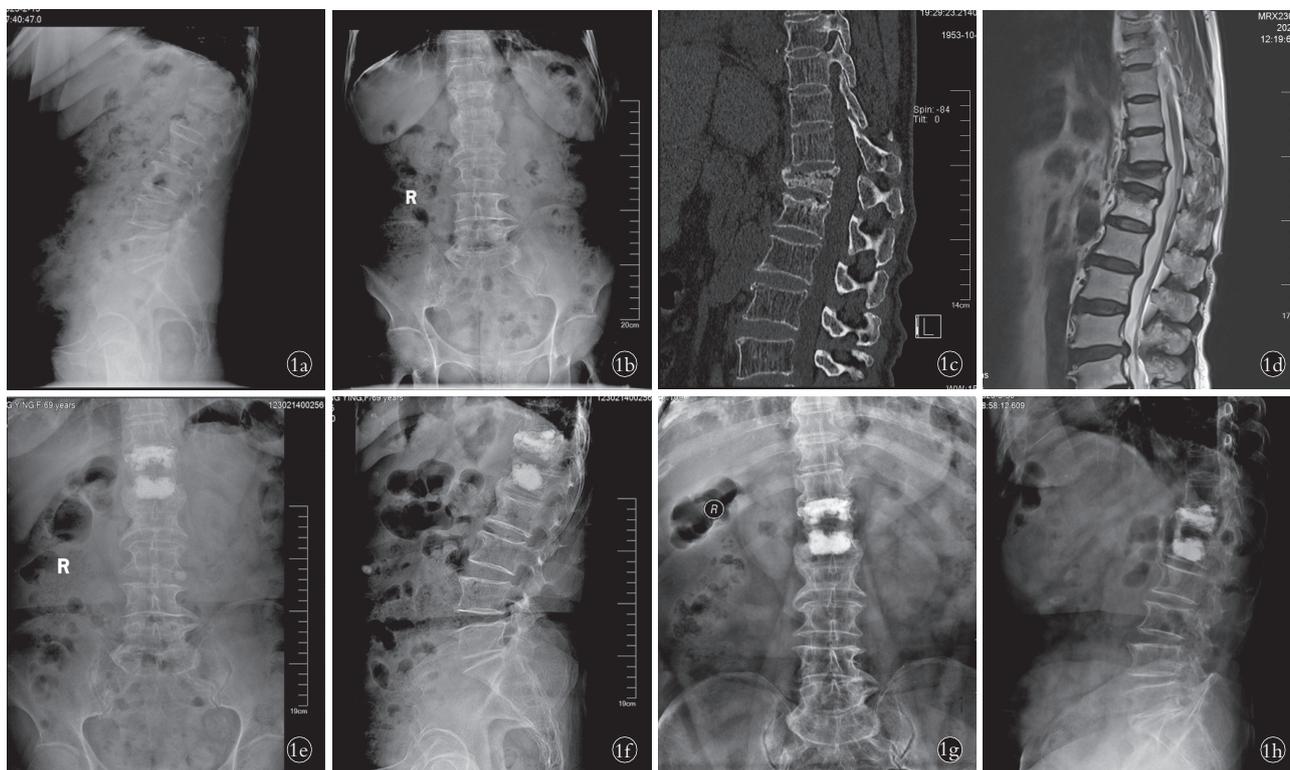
患者,女,70岁,T₁₂、L₁椎体压缩性骨折,T₁₂椎体 Kümmell 病,行 PKP 治疗 1a,1b. 术前正侧位 X 线片示 T₁₂ 压缩 1/2 1c. 术前 CT 矢状位示 T₁₂ 椎体内空隙征,椎体后缘破裂 1d. 术前 MRI 矢状位示椎管未见明显受压 1e,1f. 术后 3 d 正侧位 X 线片示骨水泥填充椎体 1g,1h. 术后 12 个月正侧位 X 线片示骨水泥在位,伤椎高度略有下降
